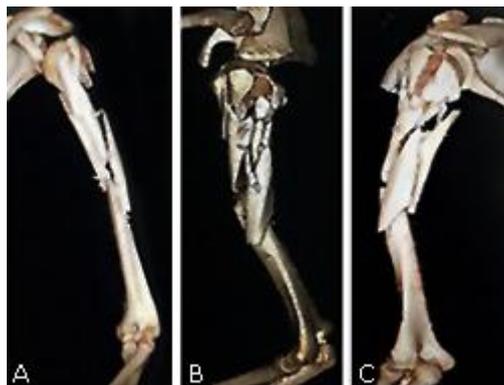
a) TAC 3D frontal. b) TAC 3D lateral. c) TAC 3D posterior.
